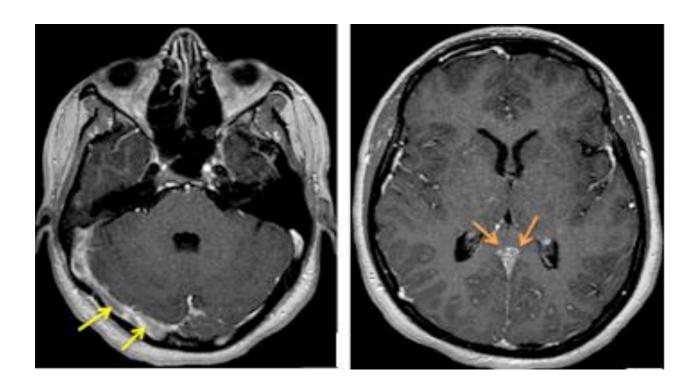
séquence IRM T1 + : montrant un défaut de rehaussement au niveau du sinus latéral droit ainsi que les veines cérébrales internes service de radiologie
